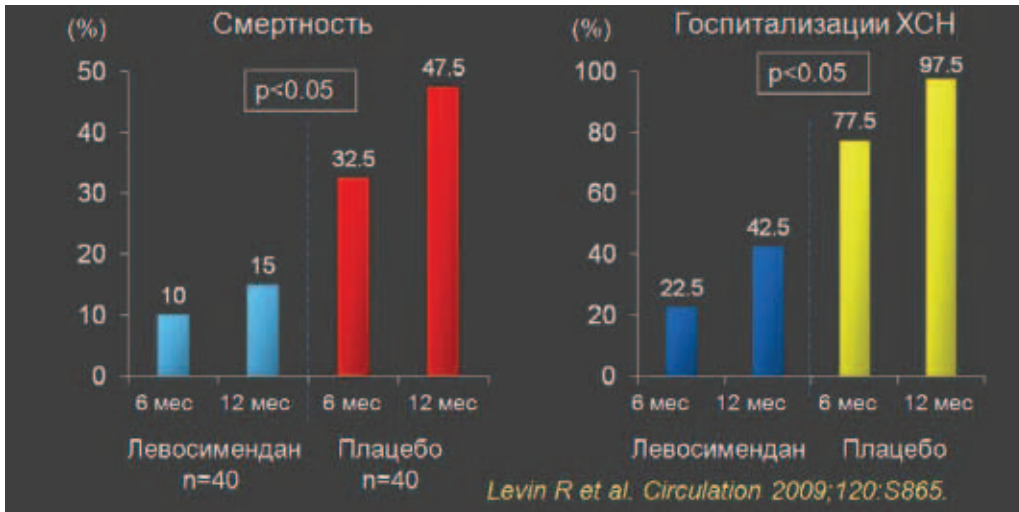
Влияние повторных инфузий левосимендана на смертность и госпитализации больных тяжелой ХСН
